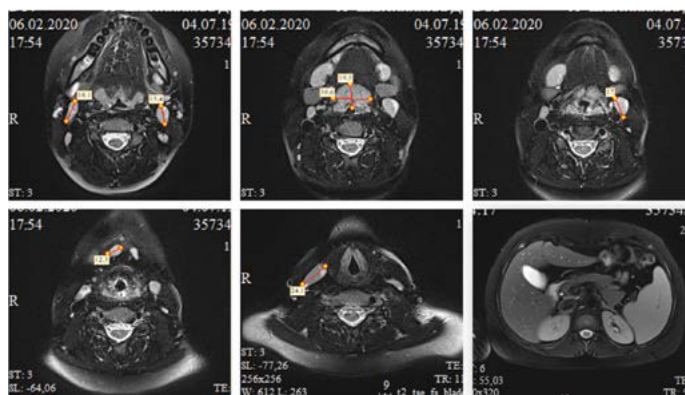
МРТ-картина гипертрофии Вальдейера кольца – гипертрофия преимущественно за счет язычной миндалины (20 \times 33 – макс. поперечный размер язычной миндалины), гипертрофии подчелюстных л/у с обеих сторон до 15–18 мм, подбородочных л/у – до 12 мм у пациента с APDS
